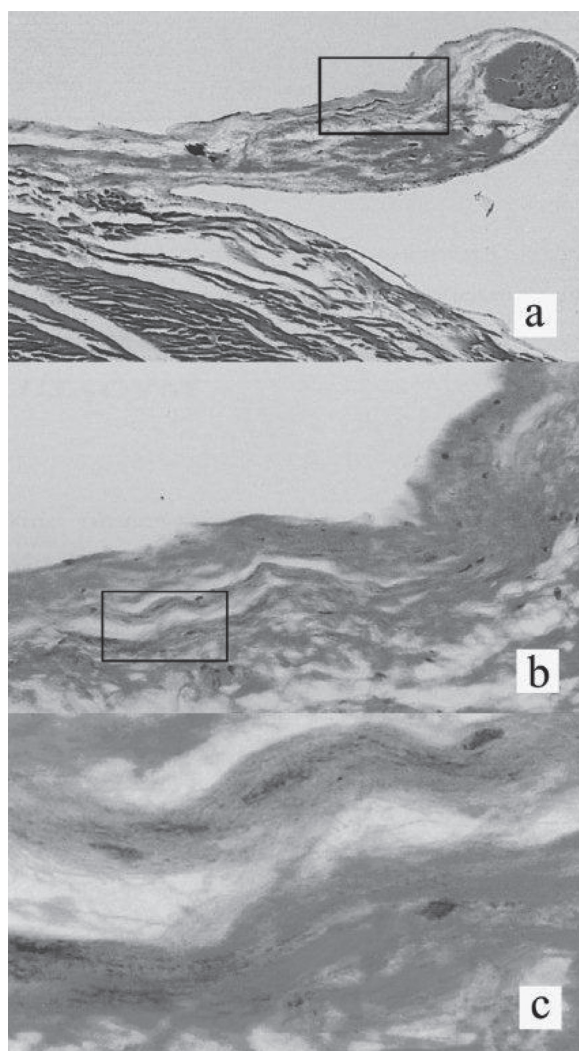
Struna ścięgnista rzekoma, przekrój skośny (♂, l. 52, 80 x); MT – tkanka mięśniowa, CT – tkanka łączna
